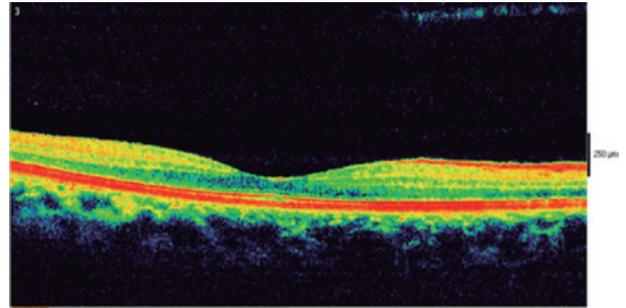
Tomografia óptica computadorizada do OD
